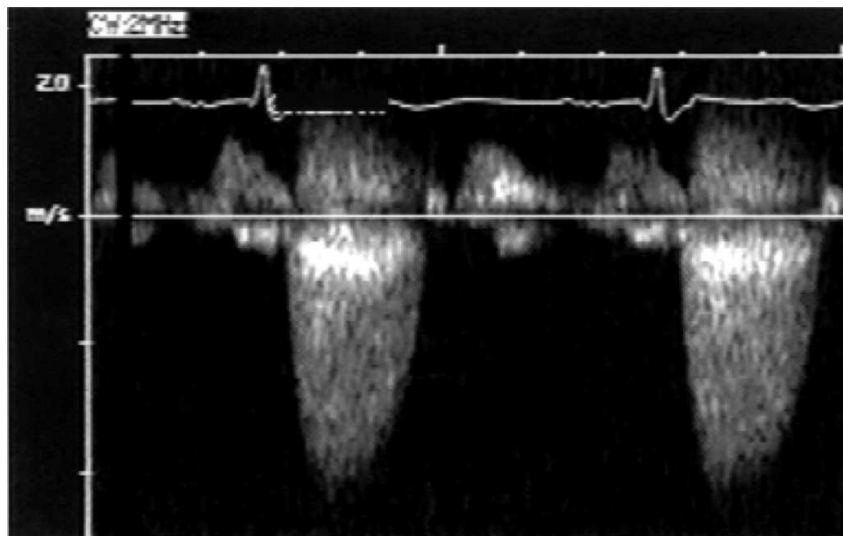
Representación de la velocidad adquirida mediante la técnica de *Doppler* continuo. En este ejemplo se registra la velocidad a la que pasa la sangre por la válvula aórtica. El transductor se encuentra localizado en el ápice, por eso la velocidad sistólica se muestra debajo del nivel basal (Quinones et al., 2002).
